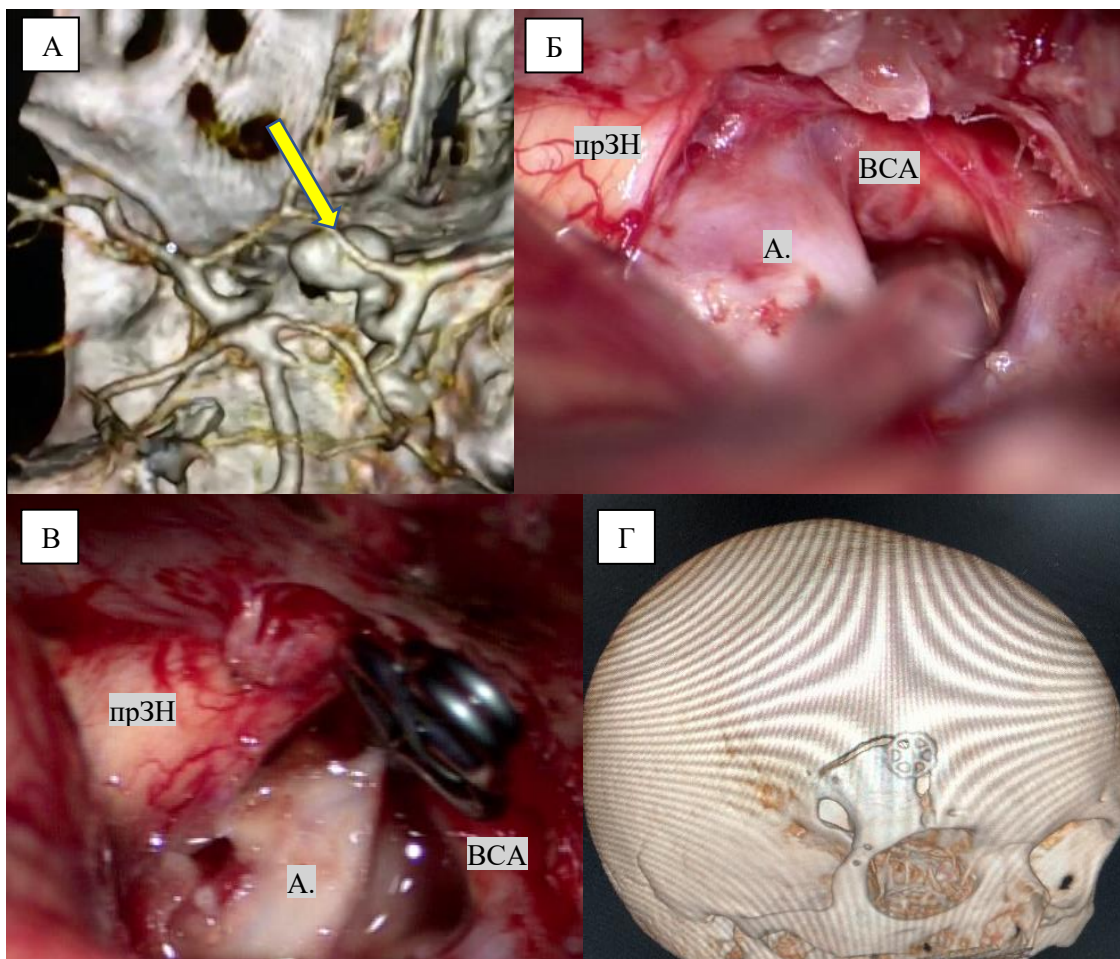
Клинический пример применения трансборвного трансорбитального доступа у пациента с неразорвавшейся аневризмой ВСА (И/б №84758/18). А – КТ-ангиография с 3D-реконструкцией, каротидно-офтальмическая аневризма правой ВСА (стрелка). Б – этап арахноидальной диссекции и выделения шейки аневризмы, экстрадурально резецирован ПНО. В – клипс наложен на шейку аневризмы; прЗН – правый зрительный нерв, А. – аневризма, ВСА – внутренняя сонная артерия. Г – КТ- с 3D-реконструкцией
